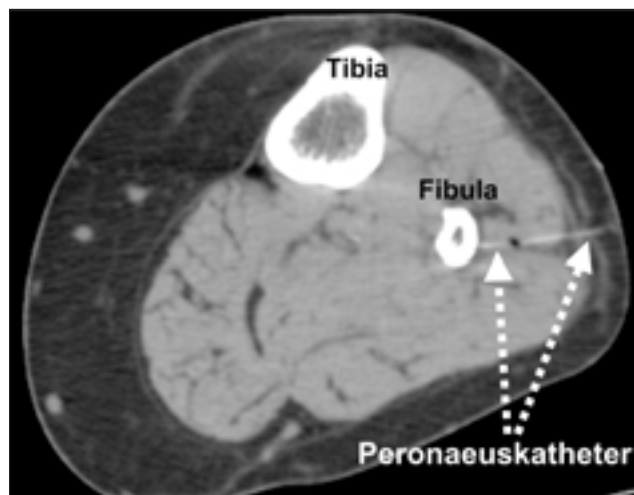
CT-Schichtaufnahme eines Unterschenkels bei einem Patienten mit orthograd getroffenen PK.
